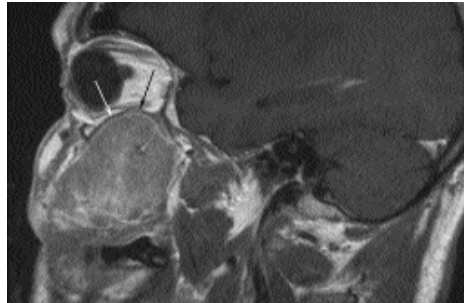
Carcinoma squamocellulare del seno mascellare. Nella sequenza RM T1 permane riconoscibile la limitante ipointensa tra neoplasia e contenuto orbitario (freccette).
